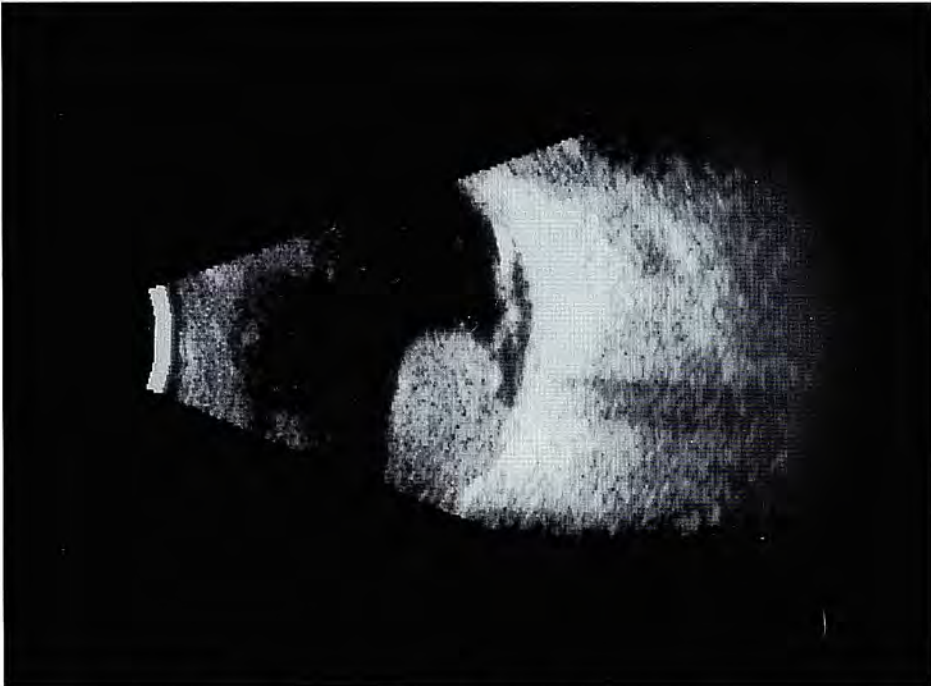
Ecotomografía bidimensional (modo-B) que muestra el característico crecimiento en forma de hongo de un melanoma maligno de coroides. Desprendimiento retinal secundario.
